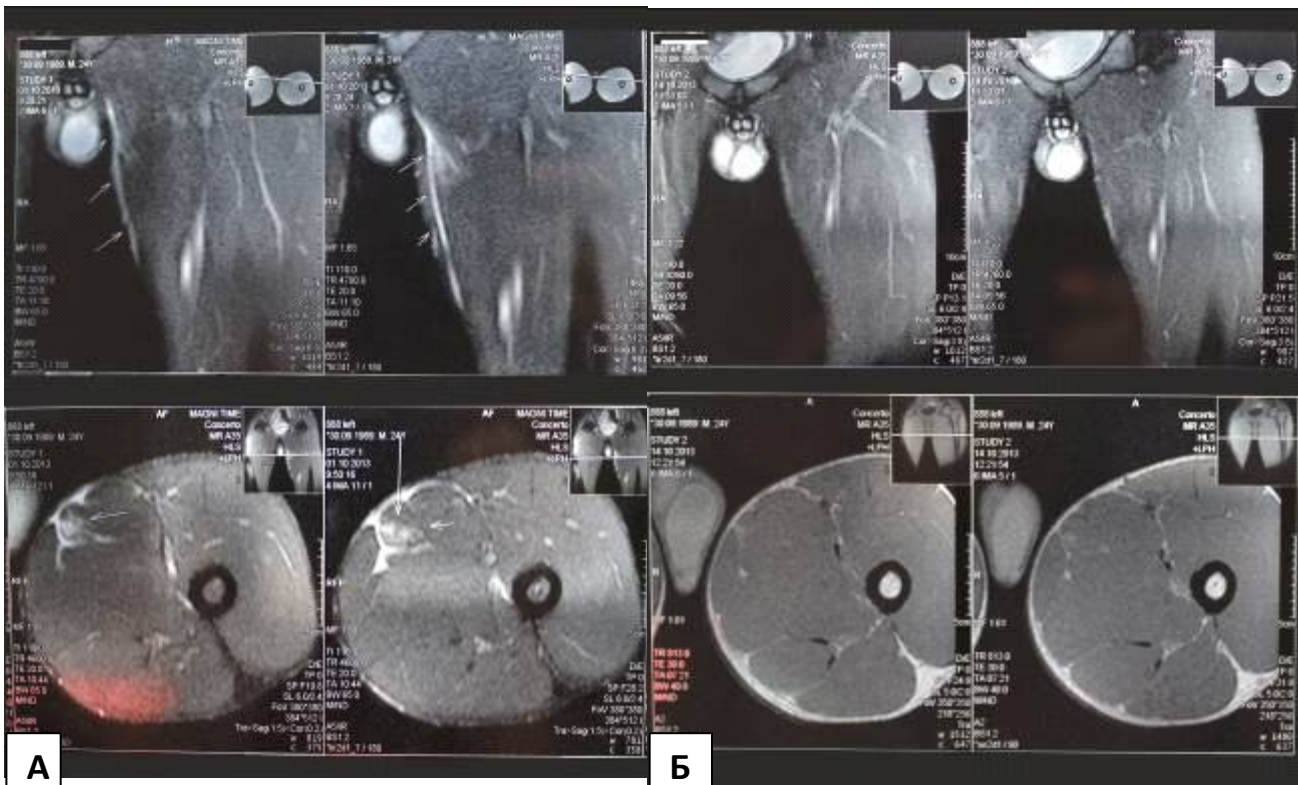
MRI scan of a patient with damage of the adductor femoris longus muscle I-II deg.
